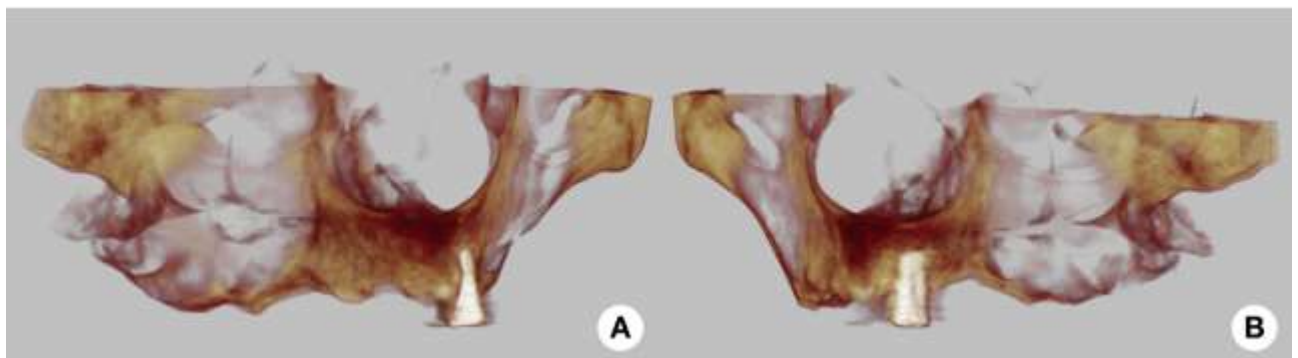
Reconstrução 3D da TC1, solicitada para avaliação do volume ósseo do rebordo residual e planejamento da EASM com maior precisão, A: lado direito e B: lado esquerdo.
